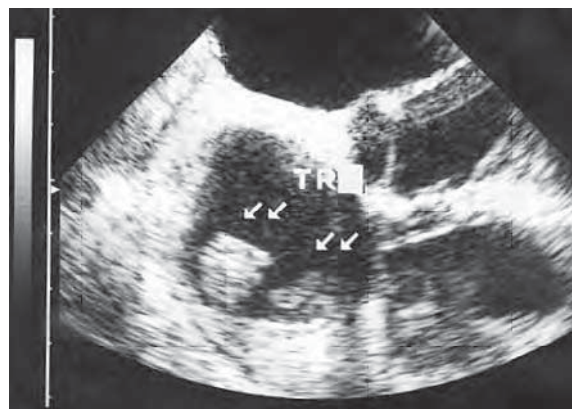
/14. Ecocardiograma transesofágico. Plano transversal de cuatro cámaras focalizado en la aurícula derecha. Se observan dos trombos en la aurícula derecha.
